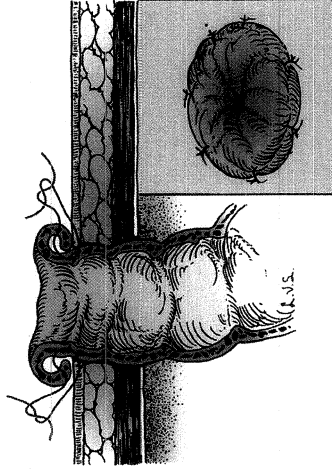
Lateral and anterior appearance of an end colostomy. (May L. Current Surgical Diagnosis, 7th ed. Stamford, CT: Appleton & Lange, 1985. Reproduced with permission from the McGraw-Hill companies.)
